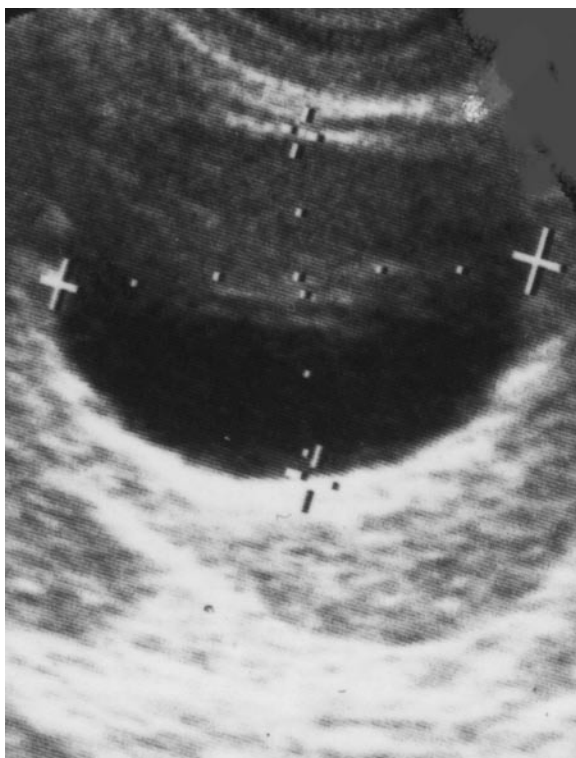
Branchial cleft cyst: sonography.
